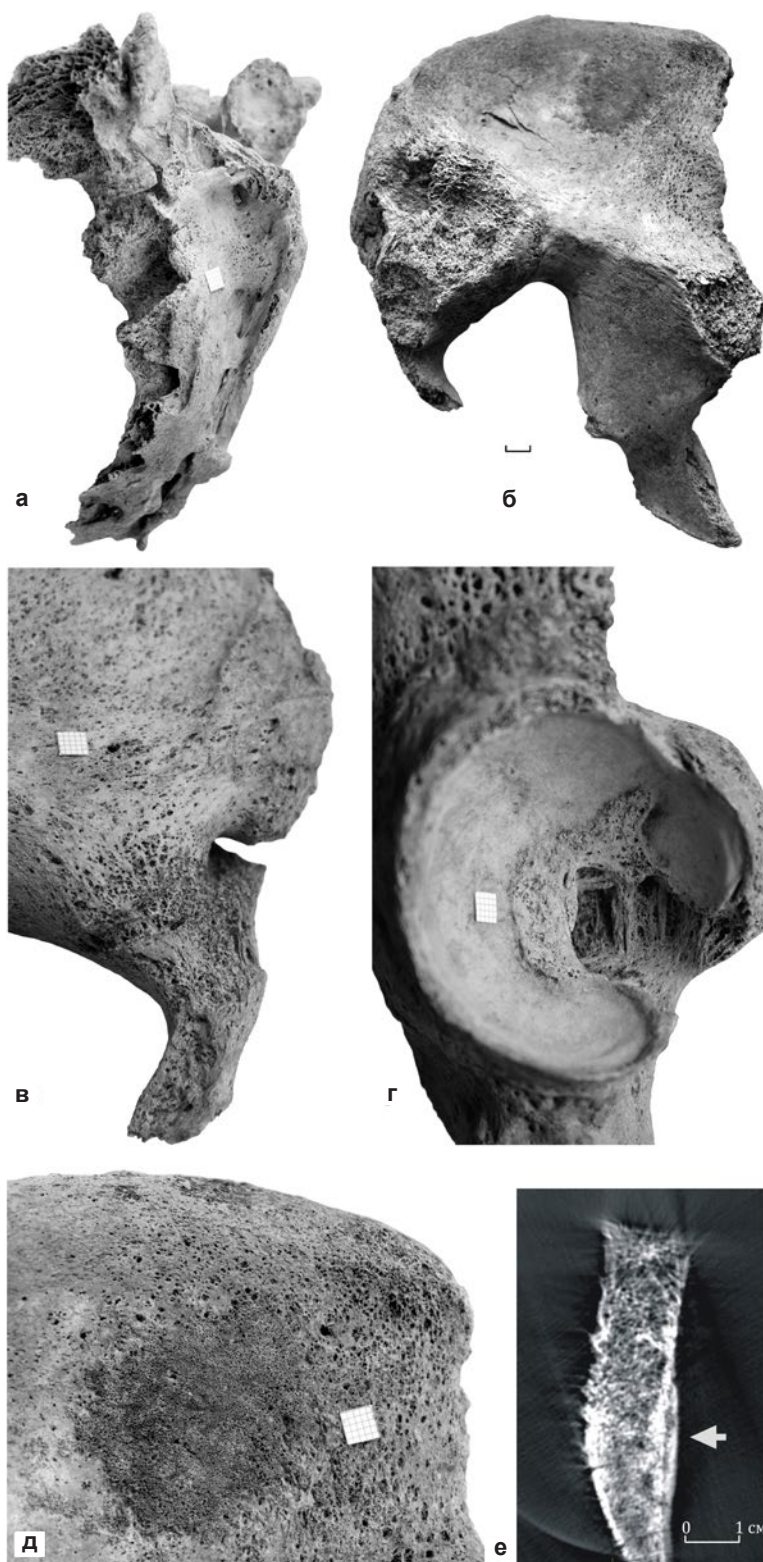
Следы патологических изменений на крестце и тазовых костях: а – дорсальная поверхность крестца, срединный крестцовый гребень: вид слева и сзади; б – внутренняя поверхность левой тазовой кости и фрагмент крестца с синостозированным крестцово-подвздошным суставом; в – наружная поверхность задней части крыла левой подвздошной кости с фрагментом крестца: выраженная порозность; г – правая вертлужная впадина: грубая трабекулярная структура вертлужной вырезки; д – внутренняя поверхность подвздошной ямки левой тазовой кости: участок «моховидного» гиперостоза как след оссифицирующего периостита; е – распил крыла левой подвздошной кости в вертикальной плоскости перпендикулярно оси крыла на томограмме (стрелкой показан «моховидный» гиперостоз)
